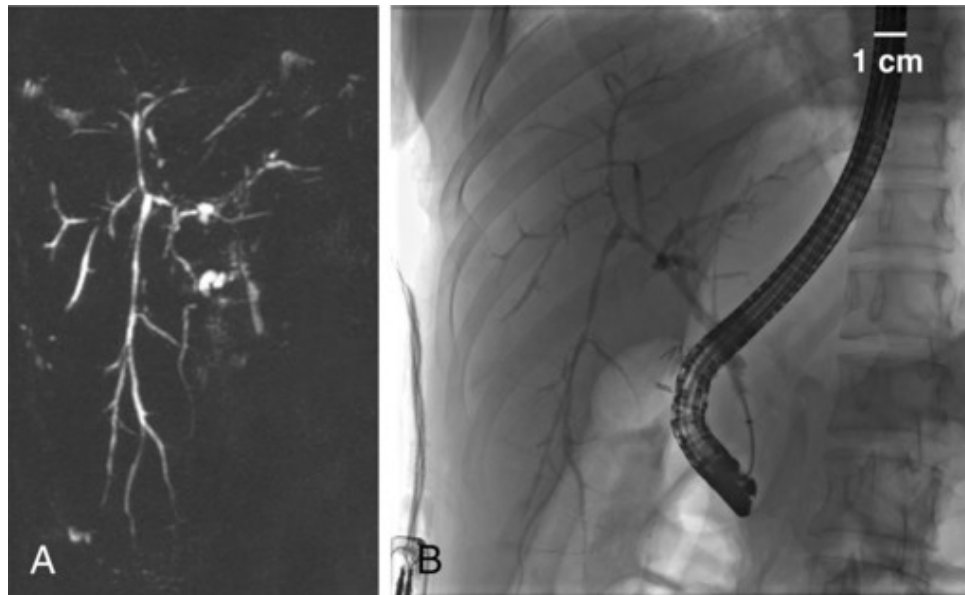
Estudos de imagem de um paciente com colangite esclerosante primária. A, A colangiografia por ressonância magnética mostra dilatação focal em alguns canais biliares (áreas brilhantes, largas) e constrição em outros (afinamento ou ausência). B, A colangiografia endoscópica retrógrada, do mesmo paciente, apresenta características quase idênticas às de A. O endoscópio é visível, dando uma ideia de escala. (Cortesia do Dr. M. Edwyn Harrison, MD, Mayo Clinic, Scottsdale, Arizona.)
